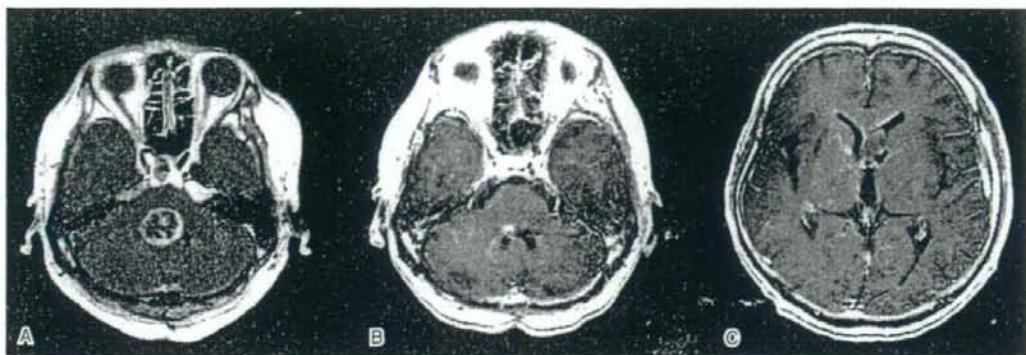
50M, DA grade 2. A: MRI at recurrence. B: A pontine lesion decreased after 24 cycles of TMZ. C: However, a new lesion appeared in the anterior horn of left lateral ventricle.
